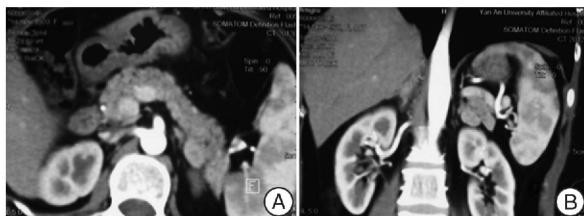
双肾增强CT所见(A:横断面;B:冠状面)
